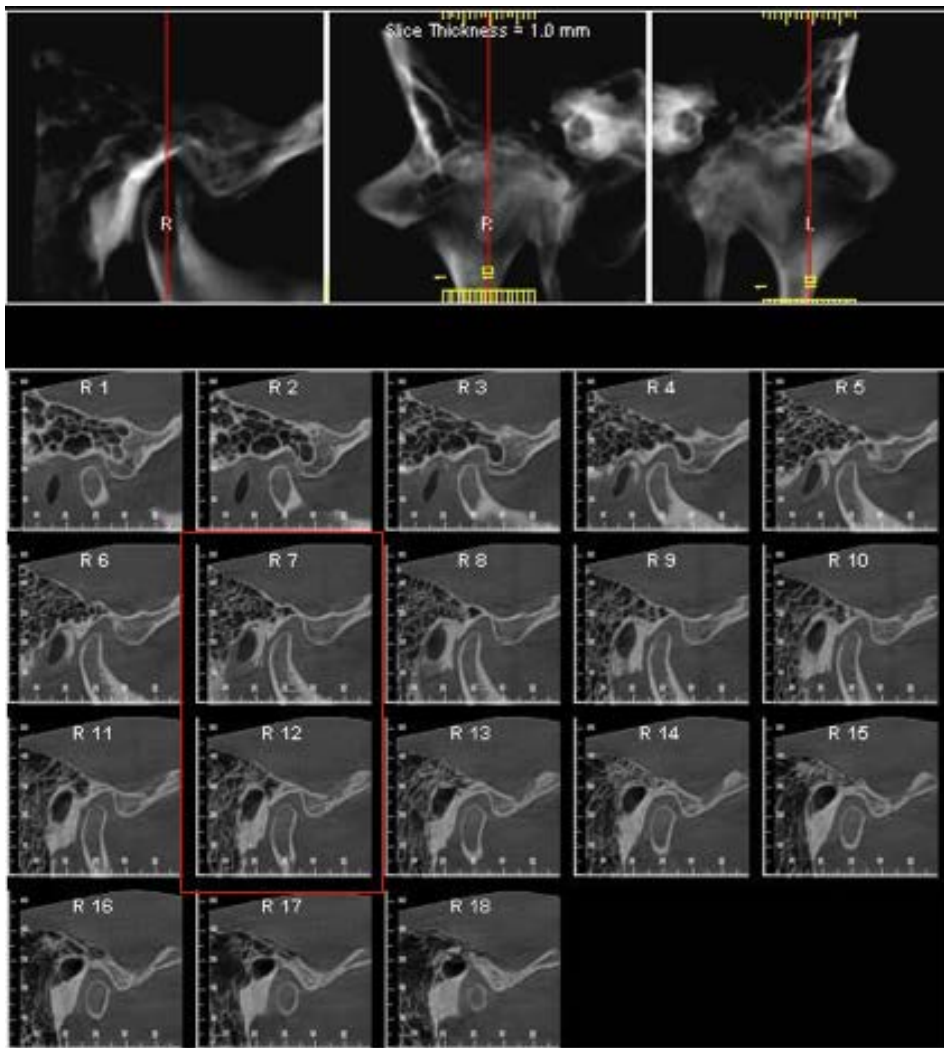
Cortes R7 y R12 de la misma Tomografía Computarizada
